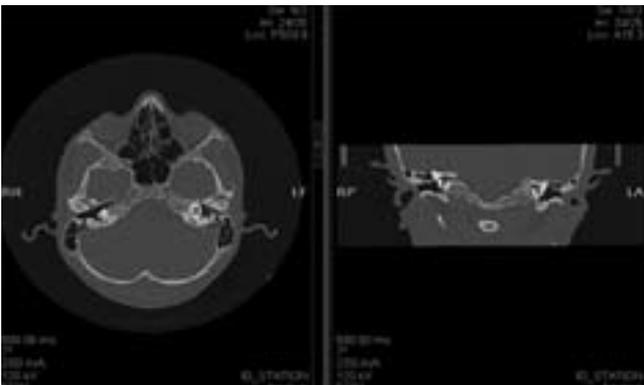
2b La tomografia computerizzata assiale a settori di 1 mm dell'osso temporale osseo a livello dell'epitimpano manifestano una frattura longitudinale dell'osso temporale. La testa del martello e le staffe sono visibili ma non in contatto con il corpo dell'incudine che risulta essere lussato e non visibile.
